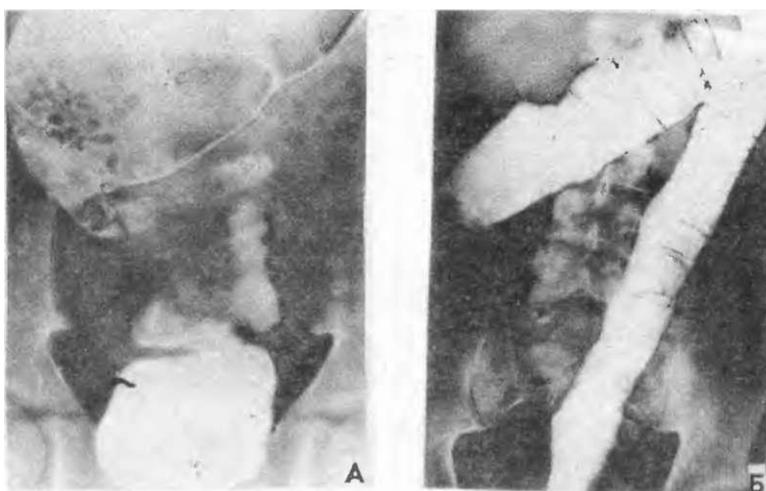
Контрастные рентгенограммы толстой кишки больного И., оперированного в возрасте 12 лет.
